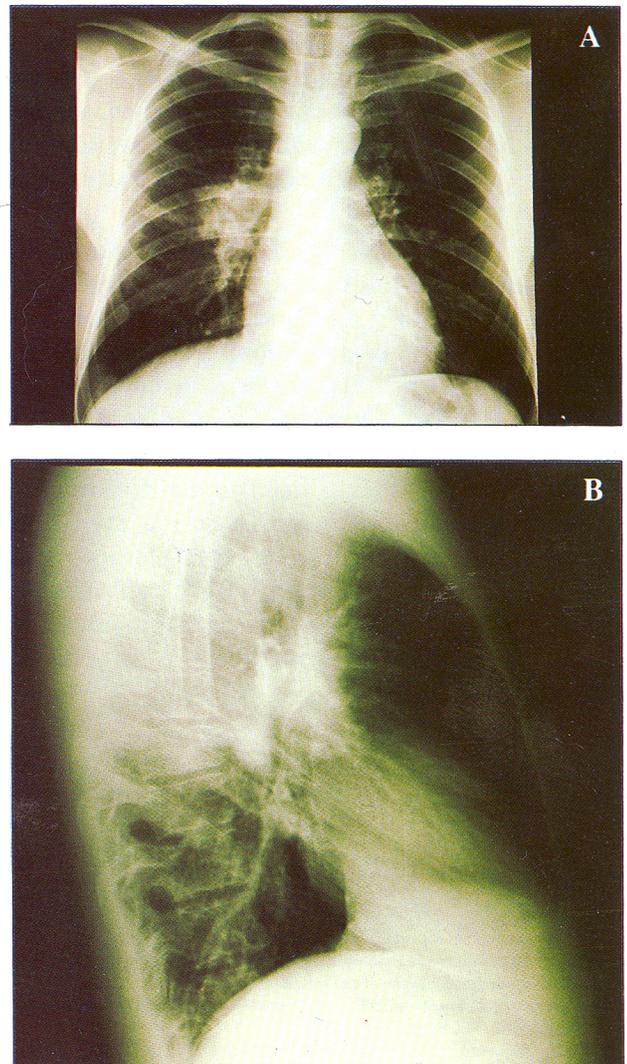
Telerradiografia torácica de J.A.P.F., em incidências postero-anterior (A) e lateral direita (B), revelando uma opacidade de contornos irregulares, não homogénea, localizada na região hilar direita e estendendo-se um pouco para fora e para baixo.
